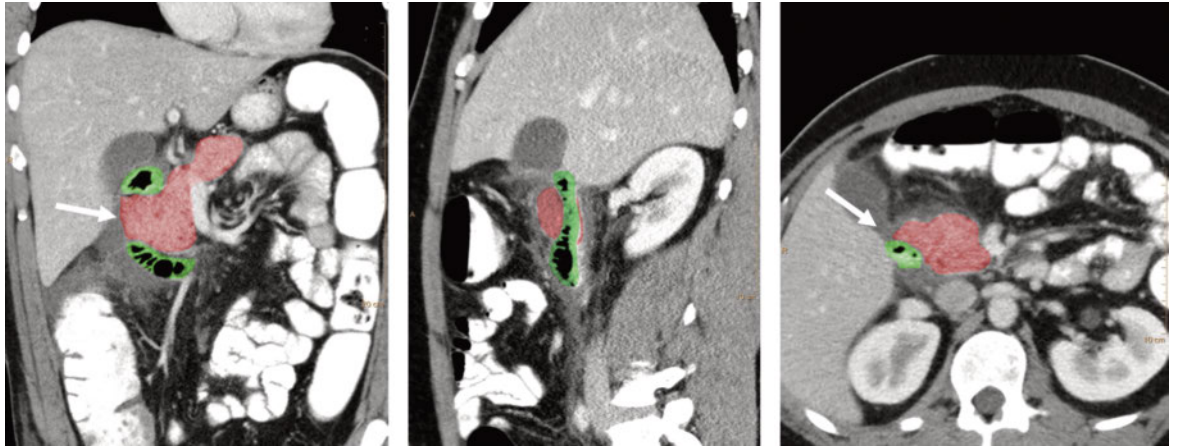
Multiplanare CT-Rekonstruktion des Indexpatienten mit Nachweis von Pankreasgewebe, welches auf Höhe des Pars II duodeni weit nach ventral reicht, im Sinne eines inkompletten PA. Grün = Duodenum; rot = Pankreas; Pfeil = ventro-medialer Pankreasrand.
